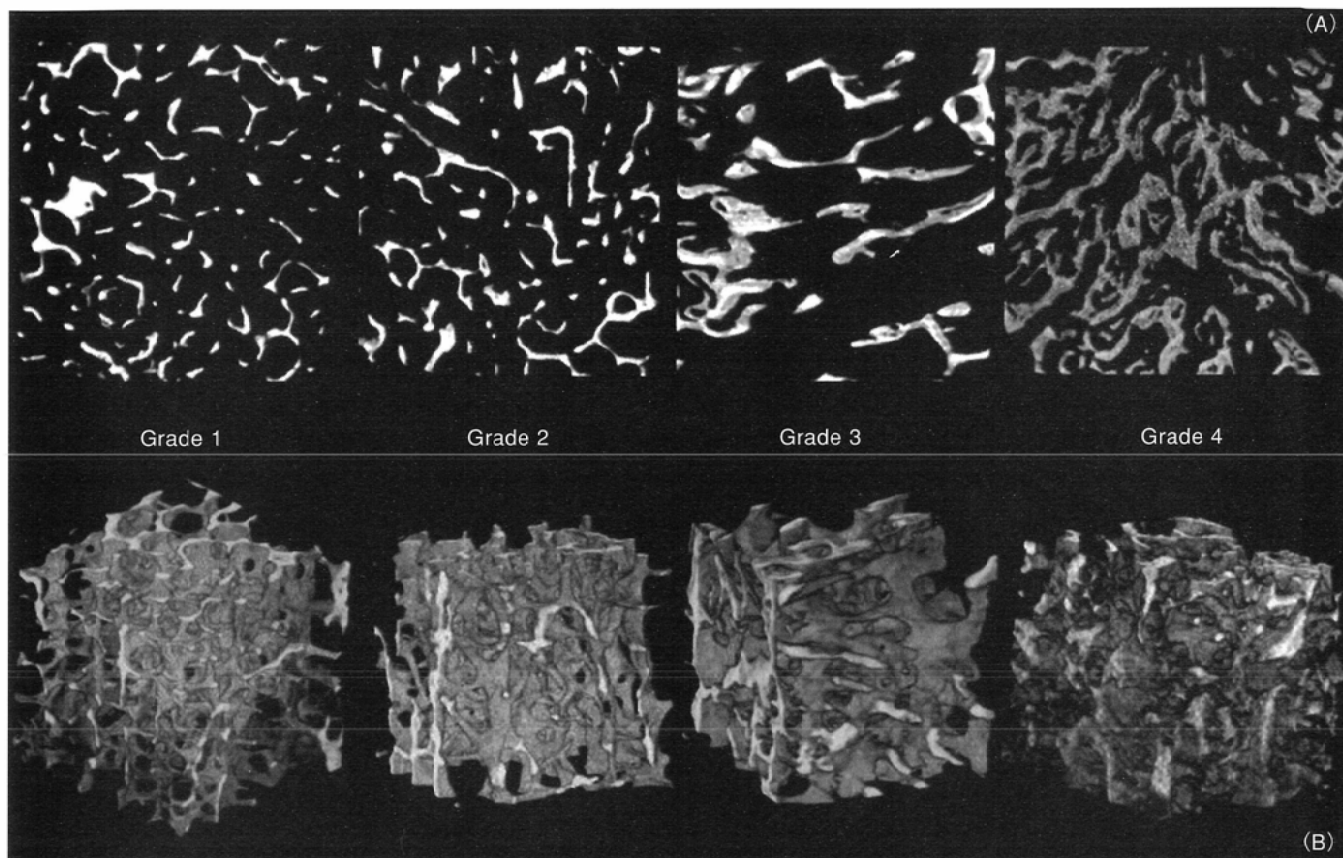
Grades 1 to 4: metastatic trabecular bones. 2D(A) and 3D(B) images of human trabecular bone samples from the prostate cancer patient obtained using micro-CT. Tb.N in Grade 1 is greater than in Grade 0. In Grade 2, Tb.Th is also greater, and is markedly so in Grade 3. In Grade 4, Tb.N is higher and so Tb.Sp is less. Tb.Th is also less in Grade 4, however.
